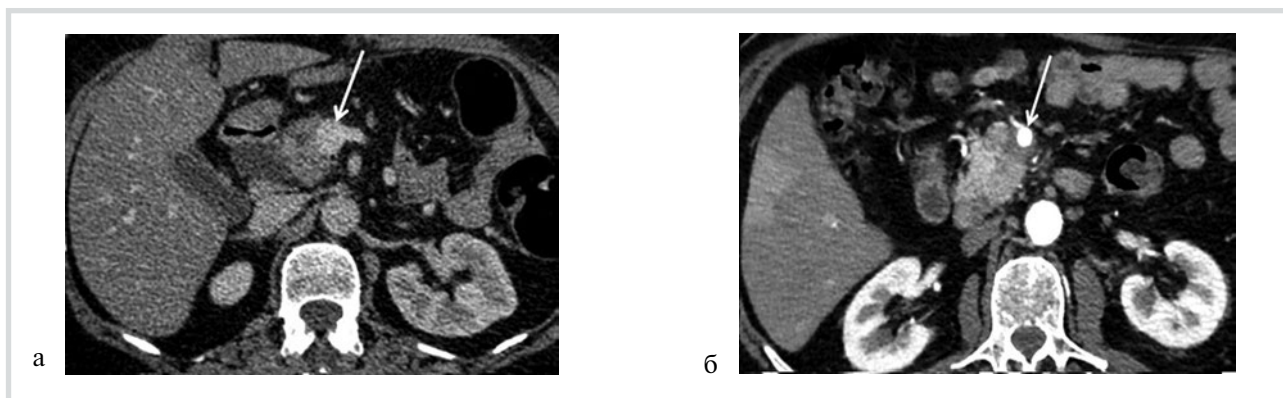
КТ, аксиальные срезы, артериальная фаза.
